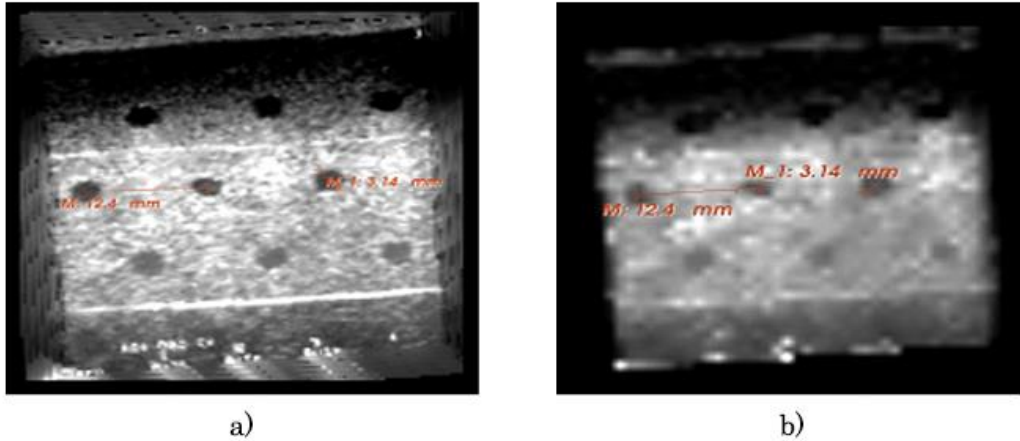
Validación de la reconstrucción de volúmenes con el método basado en píxeles de ultrasonido mediante la medición de distancias y diámetros en un fantasma de ultrasonido; a) mayor resolución 1:1 y b) menor resolución 1:10.
